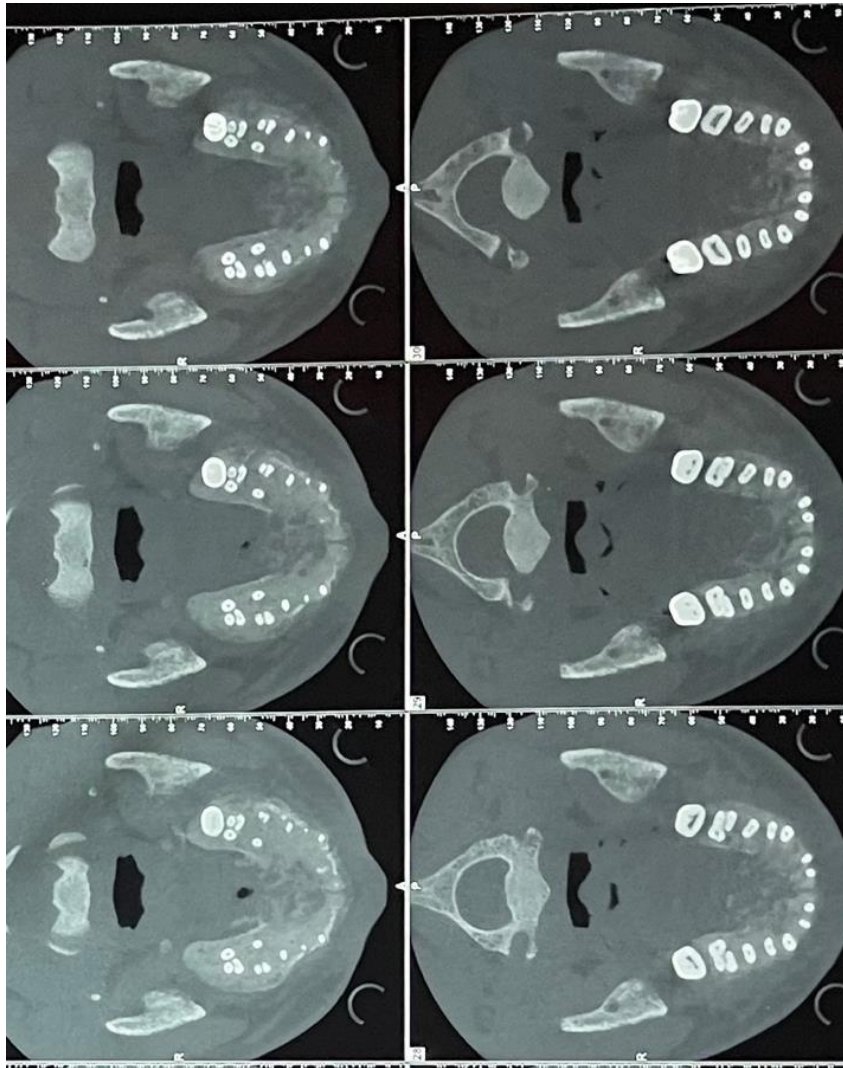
Cone beam (CBCT), coupes axiales montrant une image mixte au niveau du palais sur un fond radiolaire avec des limites irrégulières.
